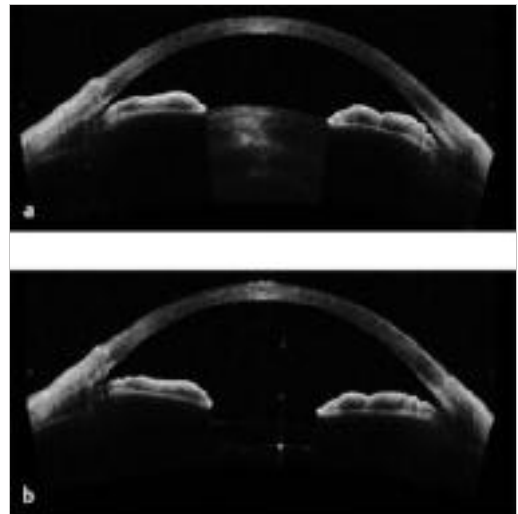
Anteriore optische Kohärenztomografie.
